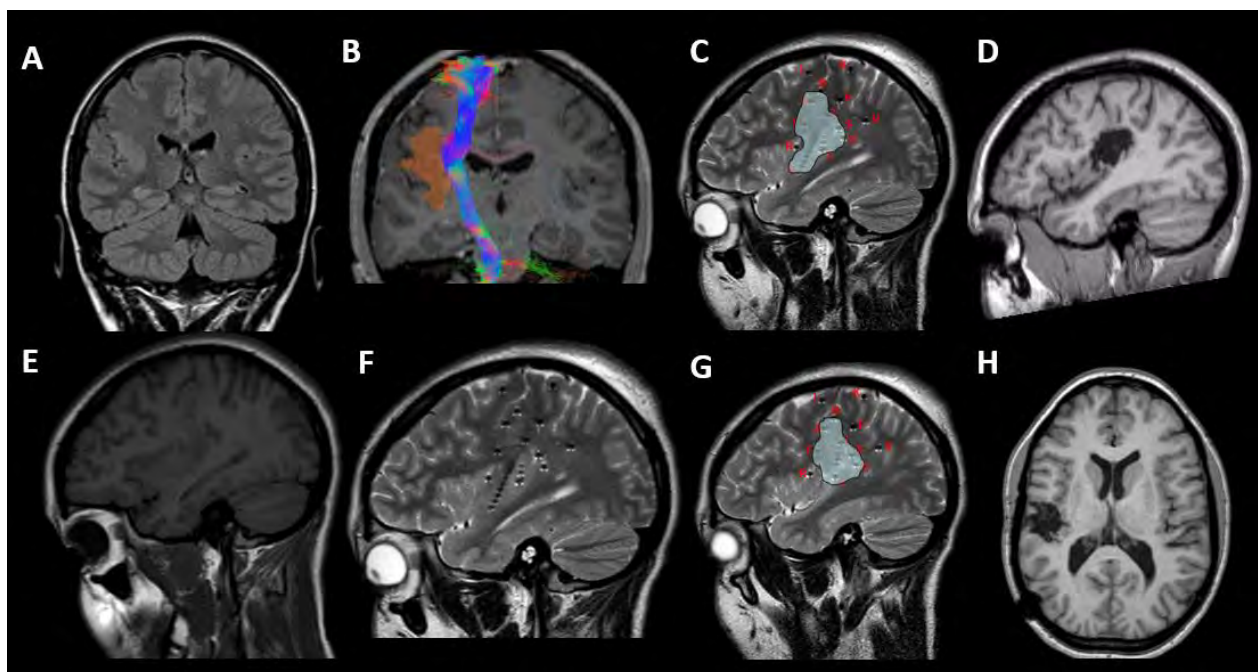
Patiente 13. Cortectomie pariéto-insulaire droite. A, E, IRM préopératoire (A, Coronal fluid-attenuated inversion recovery weighted (FLAIR), E, Sagittal T1-weighted) montrant la polymicrogyria dans la région péricallus postérieure et la région paracentrale. B, Coronal T1-weighted avec tractographie du faisceau cortico-spinal réalisée en pré-opératoire pour planifier le geste chirurgical. F, Post SEEG sagittal T2-weighted IRM. Les artefacts noirs représentent les électrodes
